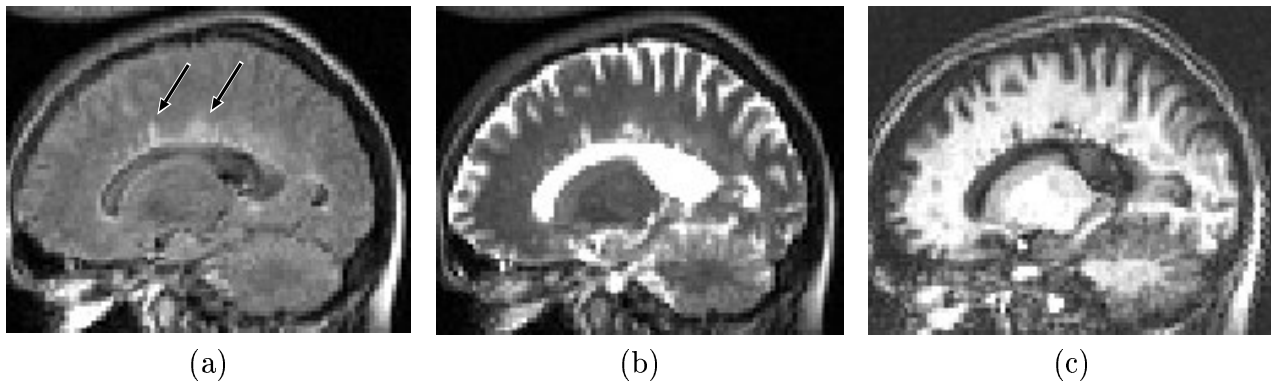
Lésions périventriculaires de sclérose en plaques dans trois modalités IRM différentes : (a) *FLAIR*, (b) *RARE* ( $T_2$ ), (c) *GE3D* ( $T_1$ ). Le contraste du liquide est annulé en *FLAIR*, permettant ainsi de bien distinguer les lésions des ventricules, essentiellement constitués de liquide. En *RARE* (centre) et *GE3D* (droite) les lésions ont le même contraste que le liquide et sont plus difficiles à distinguer, et ce, d'autant plus que les lésions sont petites et proches des ventricules.
